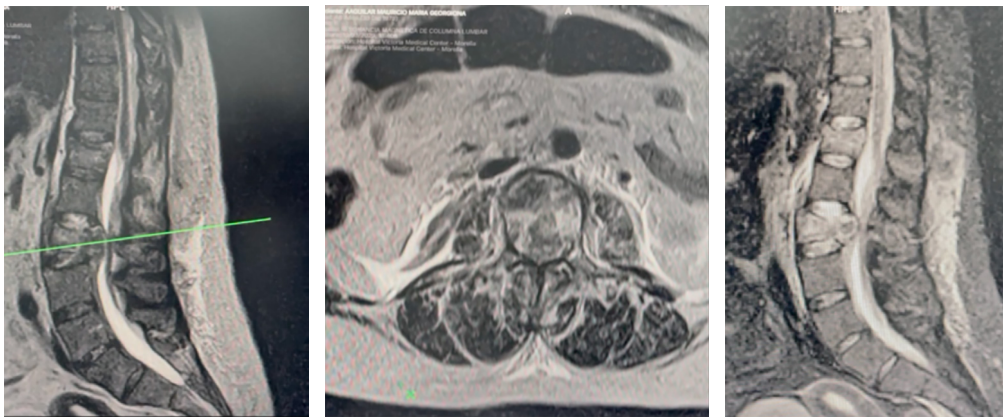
Resonancia magnética simple de columna toracolumbar. En corte sagital y axial a nivel de L3, se observa compresión medular por componentes óseos vertebrales. En corte sagital en secuencia STIR, se observa hiperintensidad a nivel de cuerpo vertebral L1 y L3.
